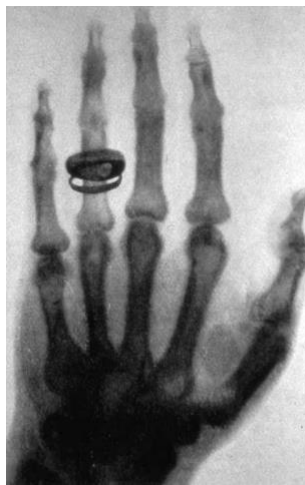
Radiografía realizada por Röntgen a la mano de su esposa. González G, Pieri MG. History of Radiology Figura No. 1. Descubridor de los RX. Rev Cient Esc Univ Cienc Salud. 2017;4(1):45-7.
